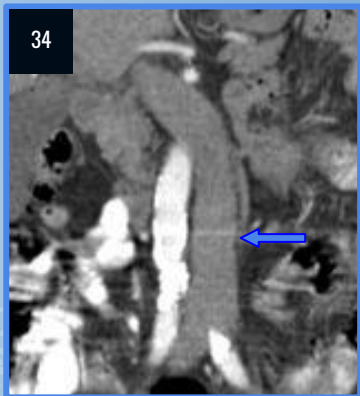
TC abdomen MPR coronal con contraste EV. Vena cava inferior izquierda, como variante anatómica (flecha azul).
